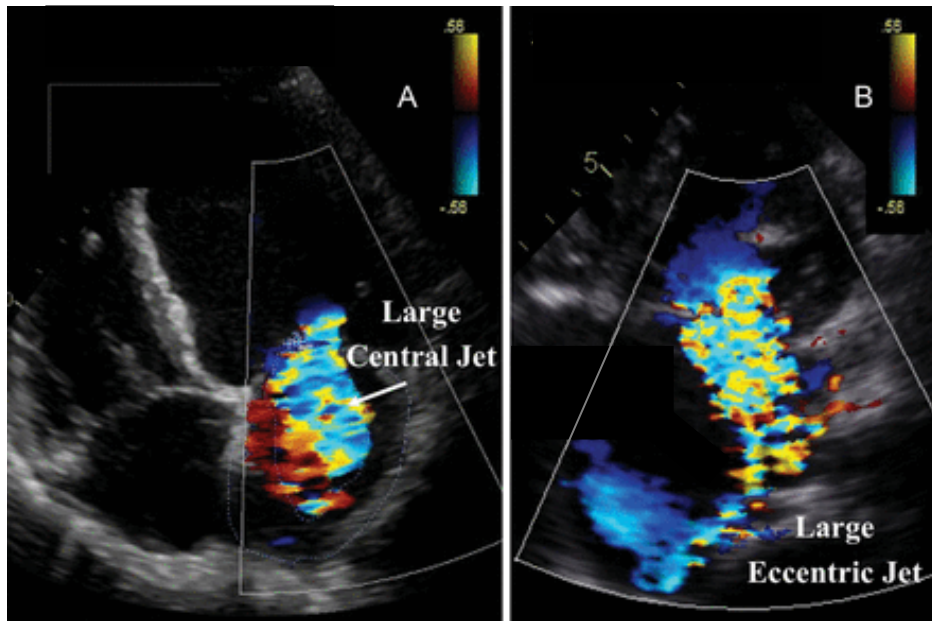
Mitralklappeninsuffizienzdiagnose mittels Farbdopplerechokardiographie: ein breiter, exzentrischer Jet spricht für eine schwergradige Mitralklappeninsuffizienz (Lancellotti et al. 2013)
